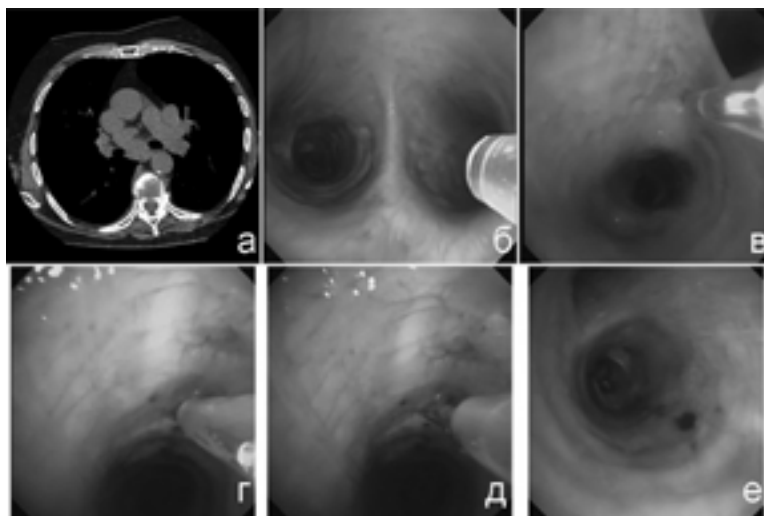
Этапы выполнения классической ТИП при аденопатии средостения. а) аксиальный срез КТ ОГК в средостенном режиме, визуализируется аденопатия бифуркационной группы ВГЛУ; б) эндодото – умеренное расширение бифуркации трахеи, видна оплетка биопсийной иглы; в) эндодото - пенетрация бронхиальной стенки в проекции бифуркационной группы лимфоузлов средостения; г-д) эндодото – тракция иглы при выполнении биопсии; е) эндодото – зона пункции после завершения биопсии.
